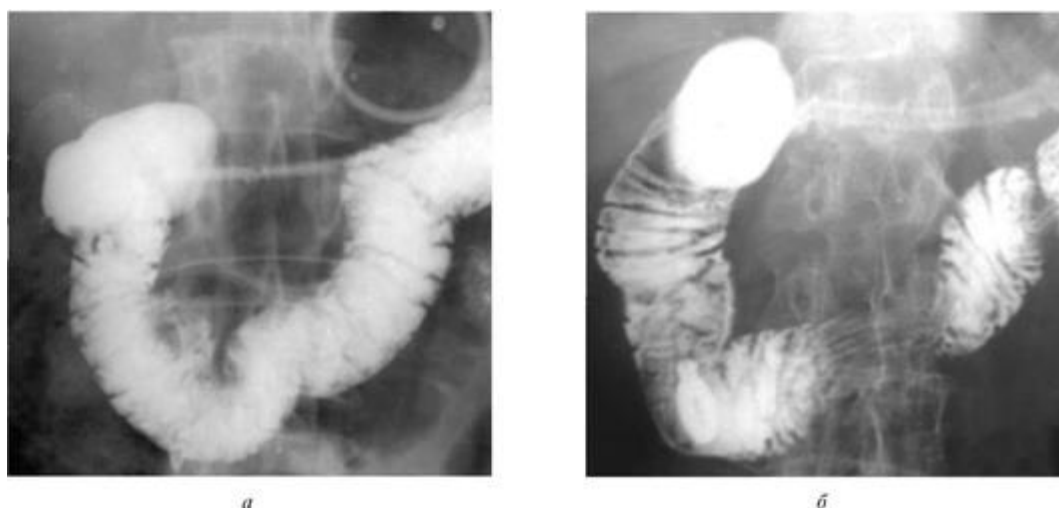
Зондовая дуоденография: *а* - прицельная рентгенография в условиях «тугого» наполнения в прямой проекции; *б* - прицельная рентгенография в условиях двойного контрастирования в прямой проекции
